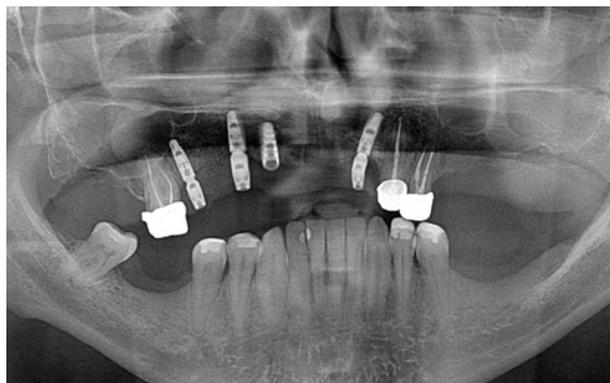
Ortopantomografia post-inserzione monconi MUA-Conic
